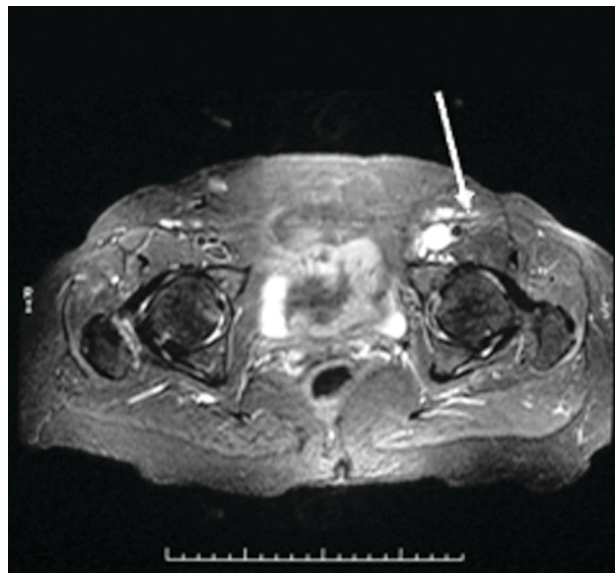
Angiorressonância magnética abdominopélvica em corte transversal, demonstrando a compressão extrínseca de veia femoral comum esquerda (seta)
